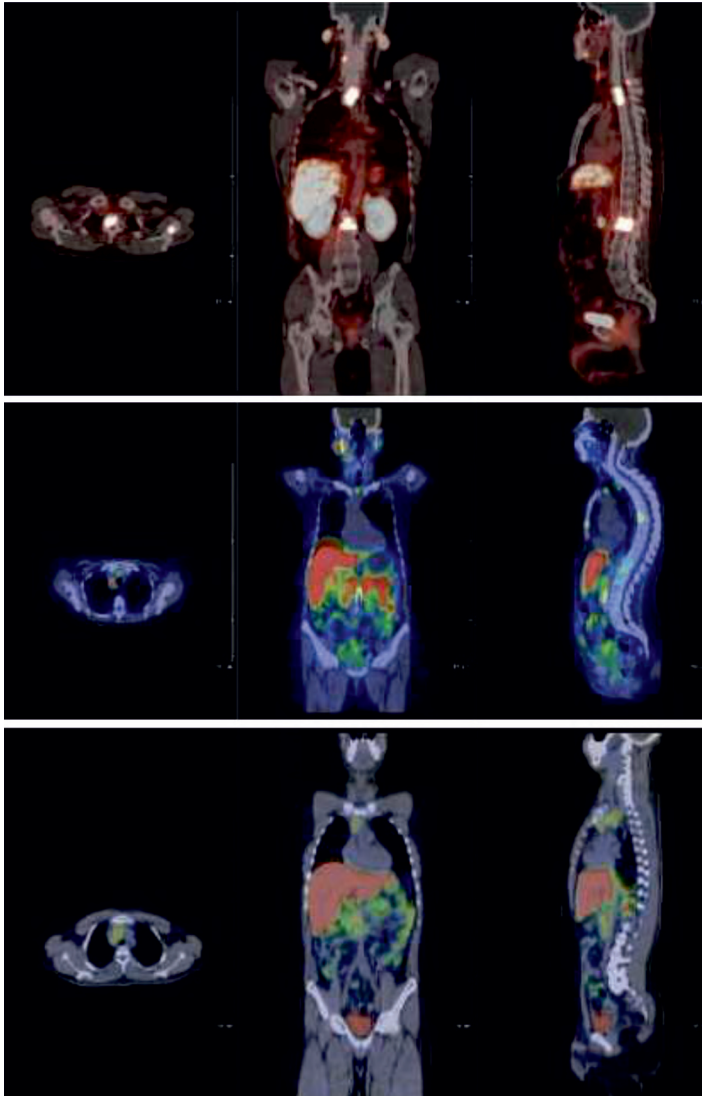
Estudio PET/CT con ^{68}Ga -PSMA para diagnóstico de cáncer de próstata.
